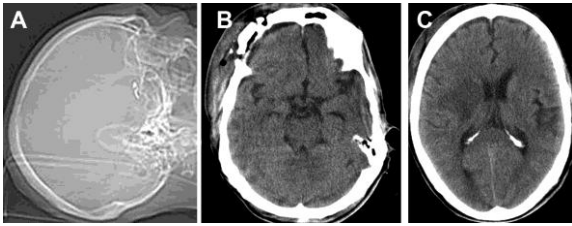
Imágenes de tomografía axial computarizada adquiridas en el posoperatorio.
